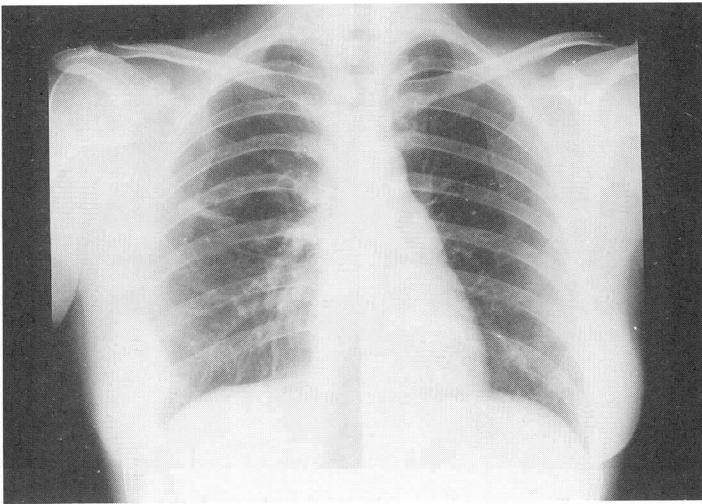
Chest roentgenogram in Jan 24, 1989 showed the additional subthoracic nodular shadow in the right chest wall.
